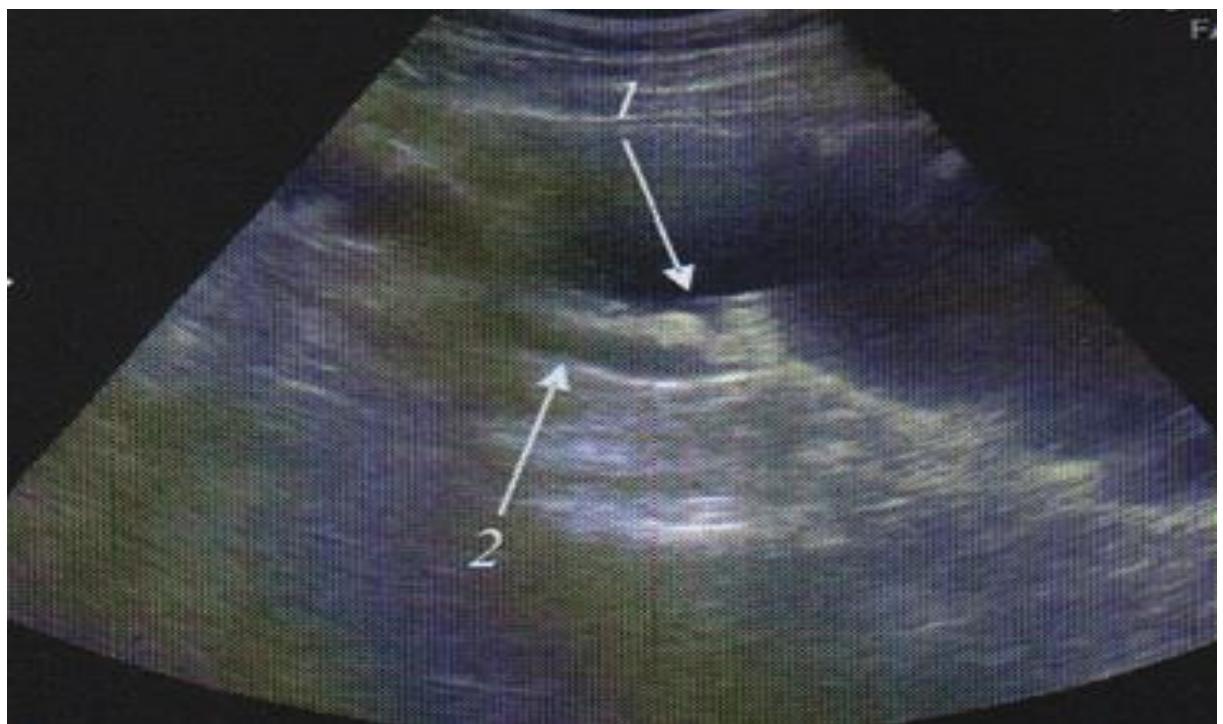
УЗИ толстой кишки. Нефротический колит.
